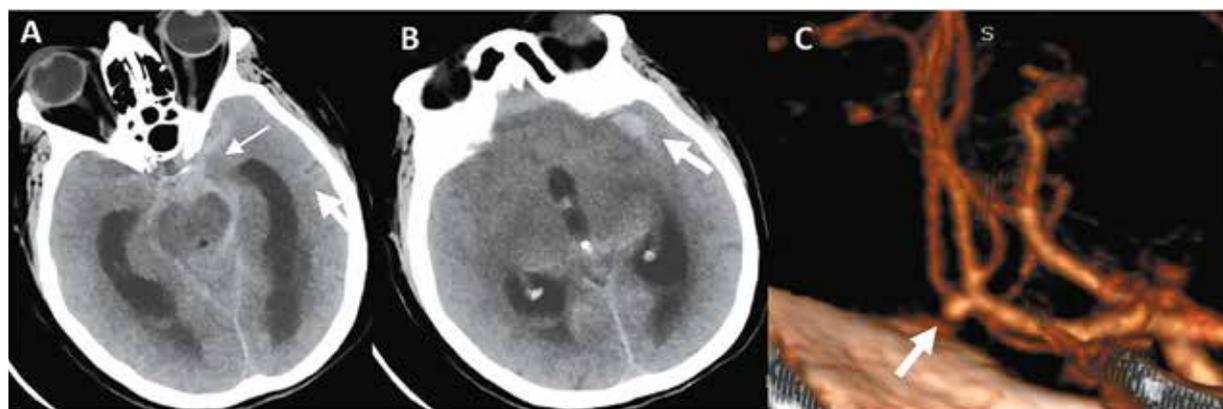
A y B. TAC cerebral sin contraste en corte axial. A. Se evidencia a nivel de las cisternas basales a predominio de lado izquierdo una hemorragia subaracnoidea (flecha pequeña), además de dilatación de las astas temporales (flecha grande). B. Se evidencia hemorragia subaracnoidea gruesa a nivel del valle de Silvio izquierdo (flecha). C. Reconstrucción 3D de la angiotomografía cerebral donde se evidencia un aneurisma blister de la arteria cerebral media derecha no roto (flecha).
